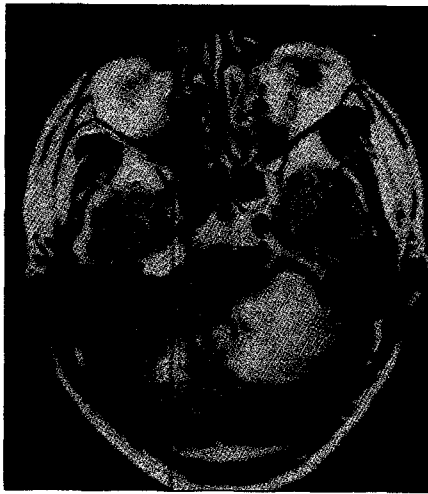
Brain-MRI (2000-6-12)
